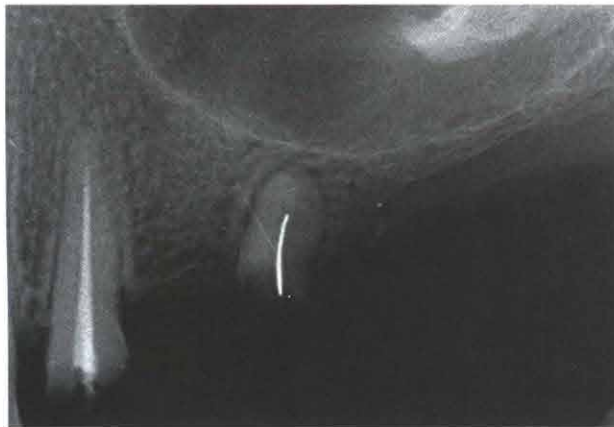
术后X线片(复合正确就位的含金属棒的导板)表明,导板和种植体的植入位置非常精确和一致
